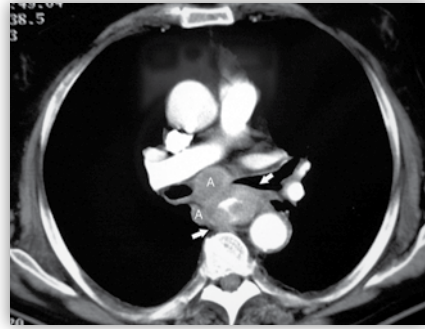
La presencia de dolor torácico retroesternal suele ser síntoma de un tumor localmente avanzado. La imagen corresponde al TC torácico de un paciente con un carcinoma escamoso en esófago medio. Se observa un engrosamiento de la pared del esófago (flechas) junto con la presencia de adenopatías mediastínicas (A).
